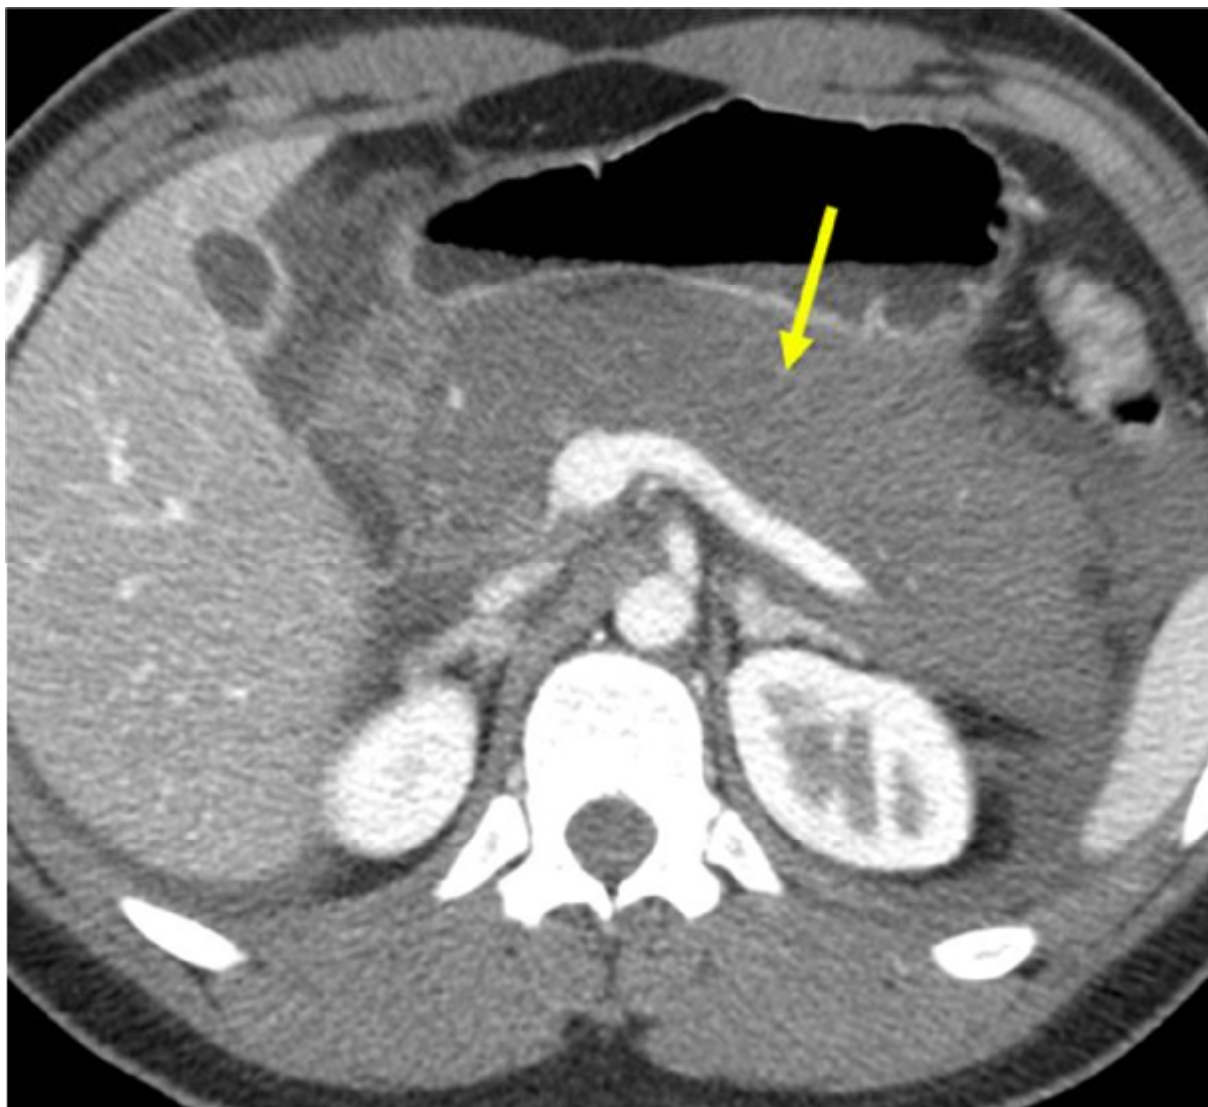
TDM abdominale montrant une pancréatite stade E, nécrose parenchymateuse diffuse (Flèche jaune)
